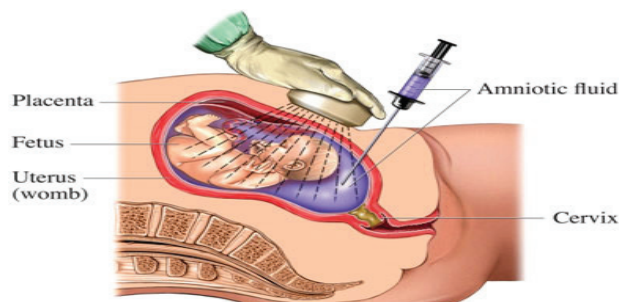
Amniocenteză, ultrasonografie a fătului.
